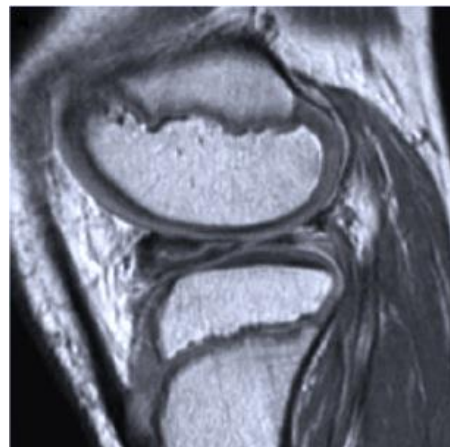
Classificação Ahn por avaliação da ressonância magnética: mudança antero-central. Adaptado de Hulet C. *Surgery of the Meniscus*.
